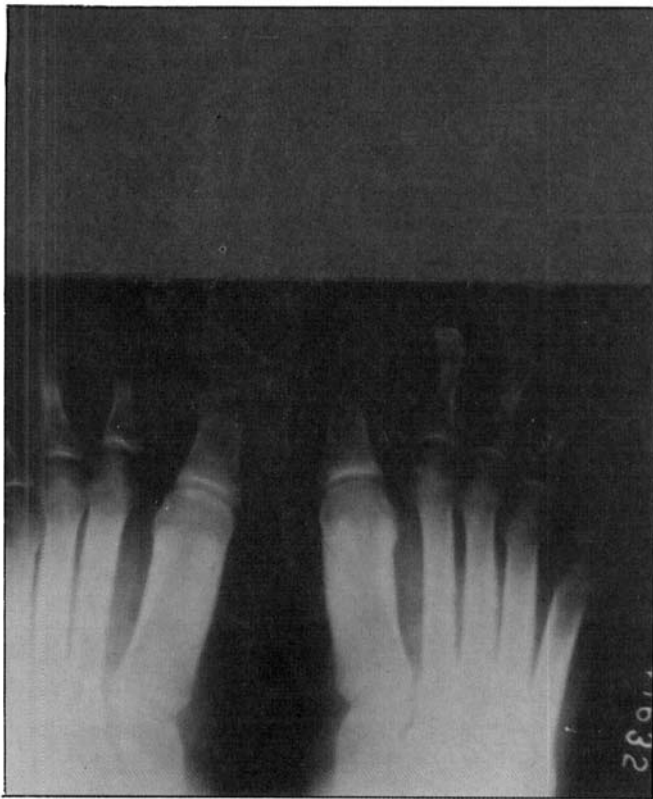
Radiografia dos pés.
